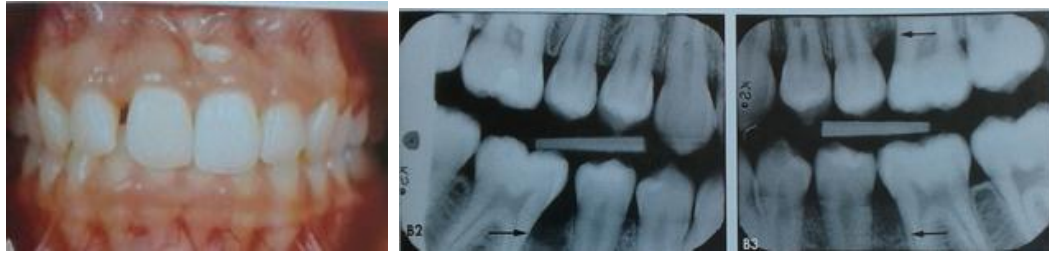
y 33 Periodontitis agresiva, en la radiografías se observa destrucción ósea en zona retromolar.¹⁹
